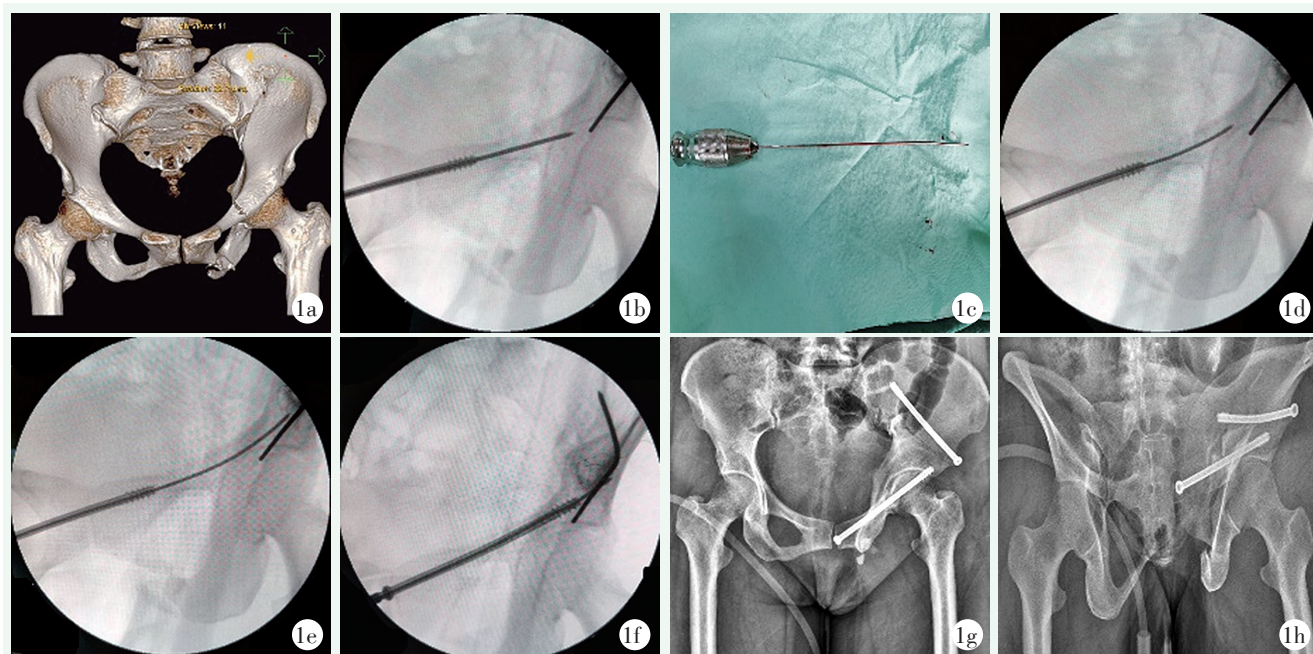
女, 51岁, 交通伤致C1型骨盆骨折 1a: 术前三维CT示左侧髂骨翼骨折、左侧耻骨上下支骨折 1b: 逆行耻骨支螺钉置钉时导针撞击髌臼壁, 随导针拧入7.3 mm空心螺钉 1c: 2.0 mm克氏针折弯作为导针 1d: 通过空心螺钉插入的预弯导针通过骨折端 1e: 通过空心螺钉插入的预弯导针通过髌臼前上方 1f: 通过预弯导针继续拧入空心螺钉 1g: 术后骨盆前后位X线片示骨折复位满意, 内固定位置良好 1h: 术后骨盆出口位X线片示逆行耻骨支螺钉为全通道螺钉, 螺钉未切入髌臼
